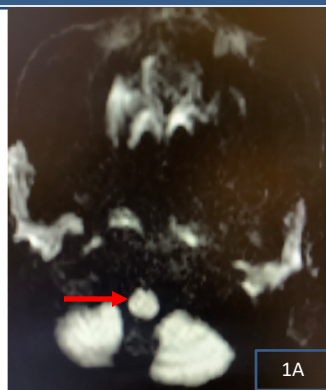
IRM cérébrale en coupe axiale, séquence diffusion objectivant une lésion en hypersignal objectivant une lésion ischémique de la moelle allongée
